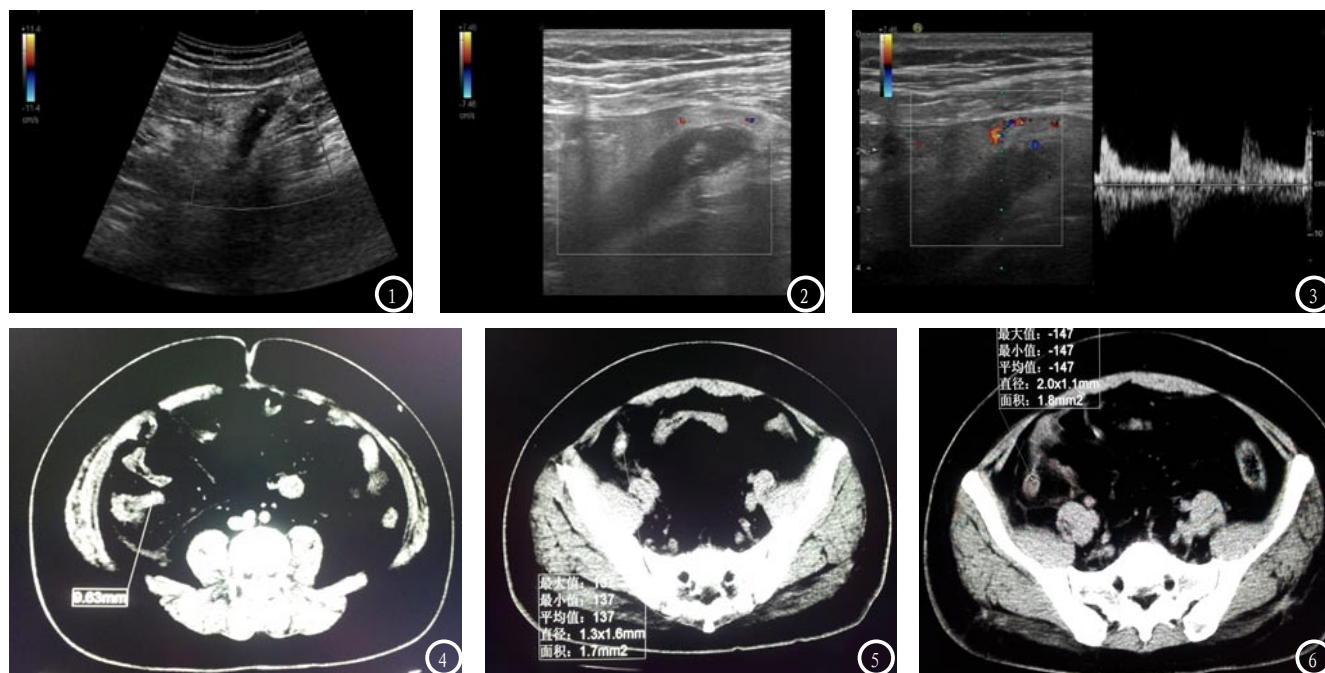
患者,男,38岁,经手术后确诊为急性化脓性阑尾炎,超声扫查右下腹:阑尾大小约7.2cm×1.0cm×1.3cm,边界清,形态欠规则,短轴呈椭圆形,长轴为蚯蚓状,阑尾壁层次欠清,回声欠均匀,加压探头阑尾不变形。阑尾周边见少量液性暗区。CDFI:阑尾壁见稍丰富血流信号。图4-6 手术前CT平扫右下腹:平扫示回盲部结构显示可,阑尾增粗,位于盲肠内侧,尖端向下,周边脂肪间隙模糊,阑尾管径约1.0cm。
